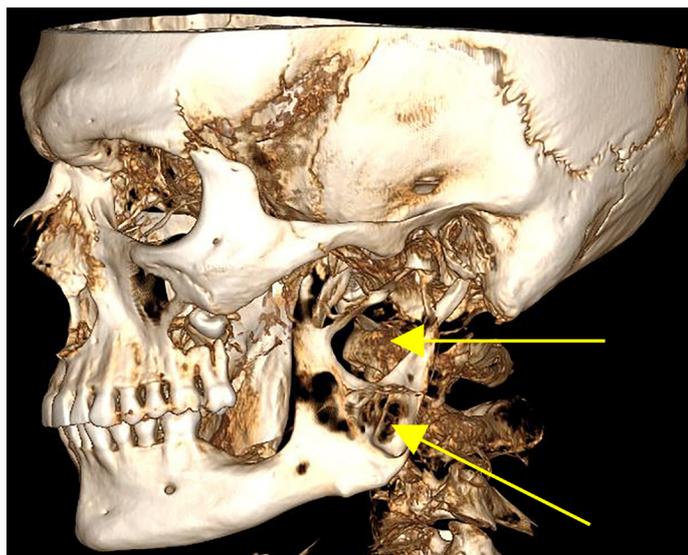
Компьютерная томография пациента с амелобластомой, распространяющаяся на ветвь и угол нижней челюсти слева.
